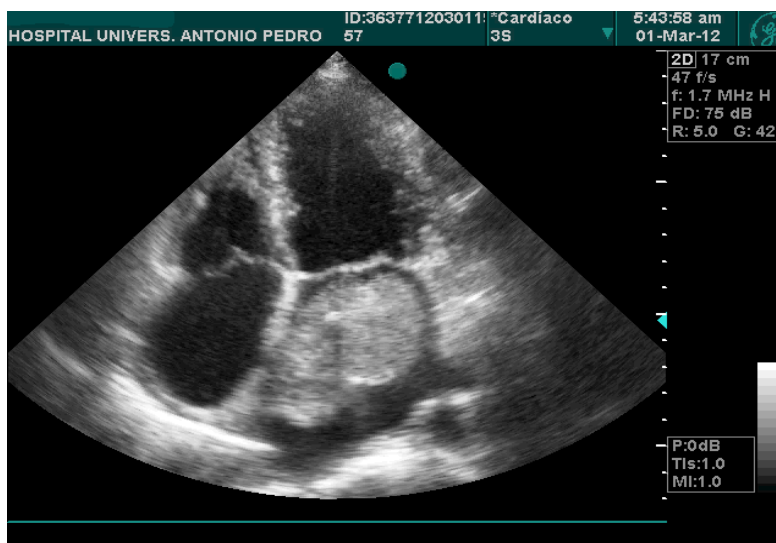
Ecocardiograma transtorácico em corte apical de quatro câmaras, mostrando enorme massa no interior do átrio esquerdo sugestiva de mixoma.
